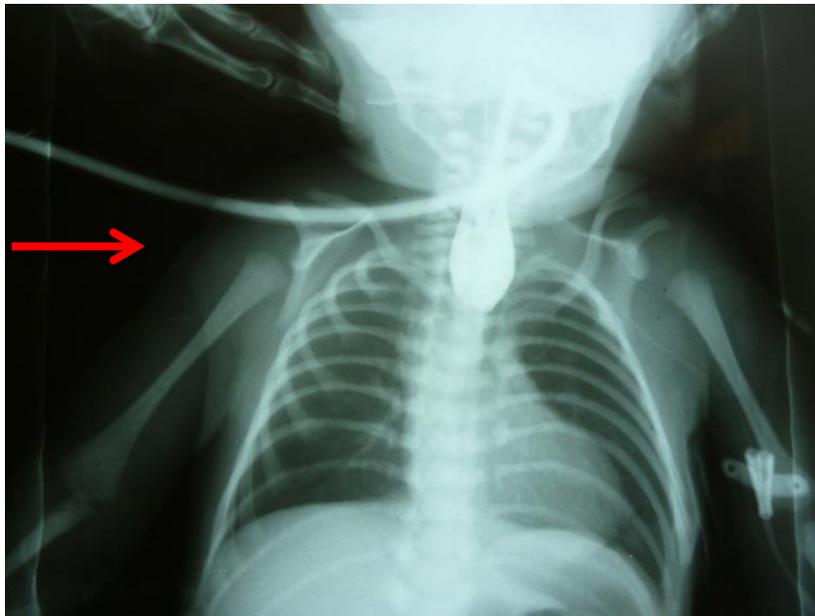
Atresia esofágica. Se muestra con radiografía contrastada de tórax, la interrupción súbita en fondo de saco a nivel de la unión de tercio proximal con tercio medio del esófago. Demostrando la atresia esofágica (flecha).
